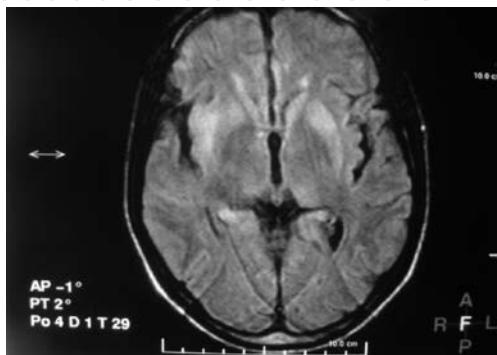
Brain MRI showing rightsided focal hyperintensities of the insular cortex and subcortico-frontal region, and symmetric bilateral striatal hyperintensity on FLAIR image.
